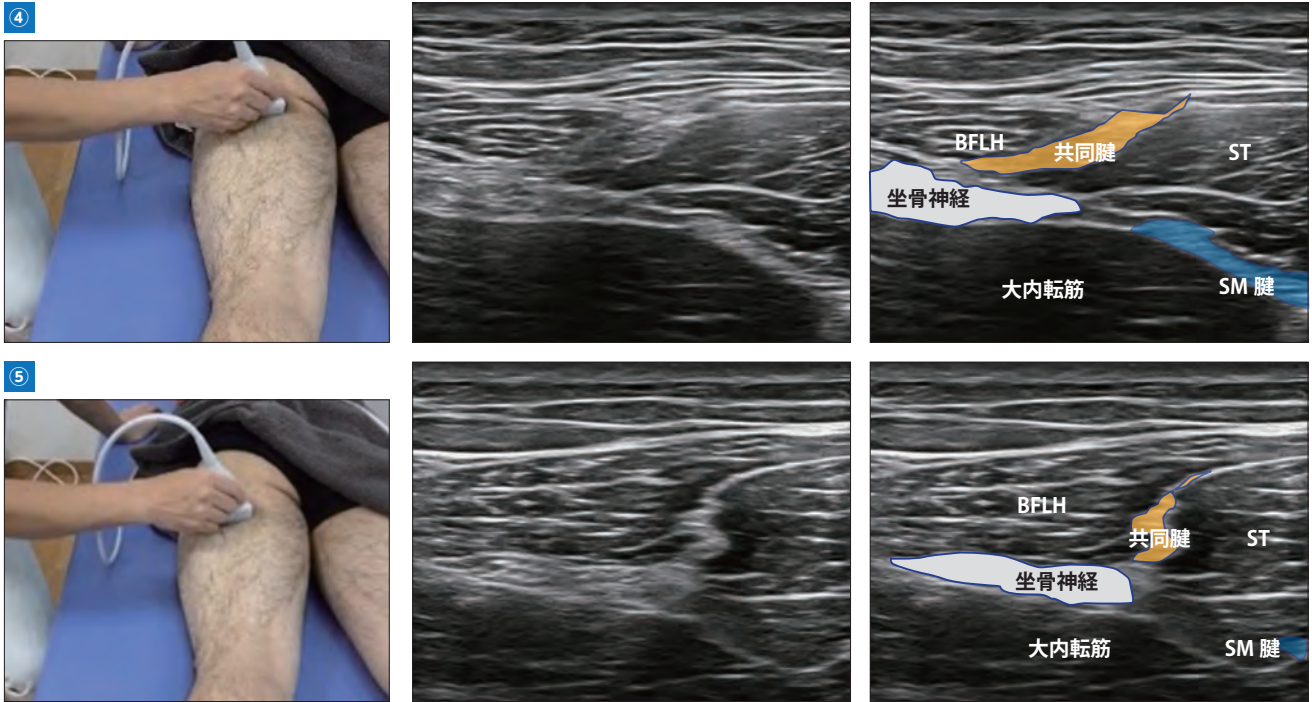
ハムストリングの解剖と超音波像 (つづき)
